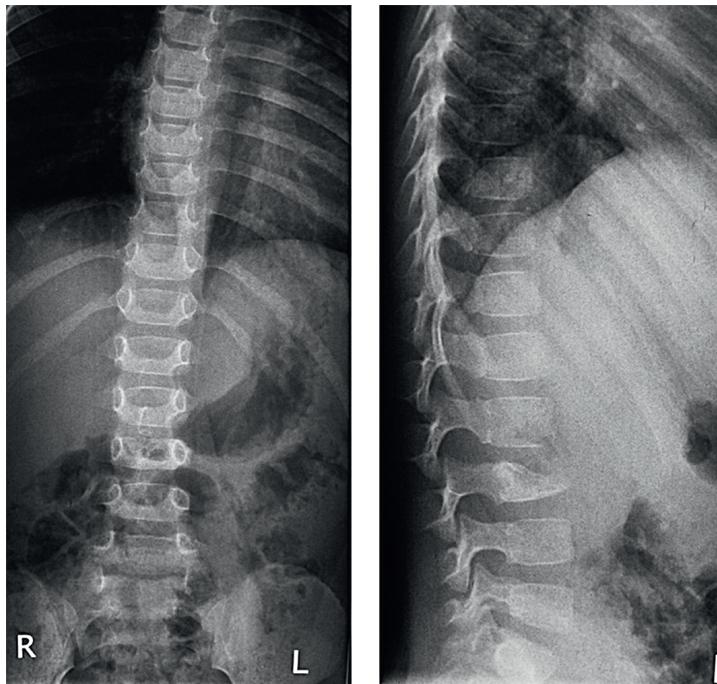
Пациент Т., 4 года. Диагноз: патологический компрессионный перелом тела L_{III} позвонка на почве эозинофильной гранулемы. Рентгенограммы грудопоясничного отдела позвоночника в 2 проекциях
